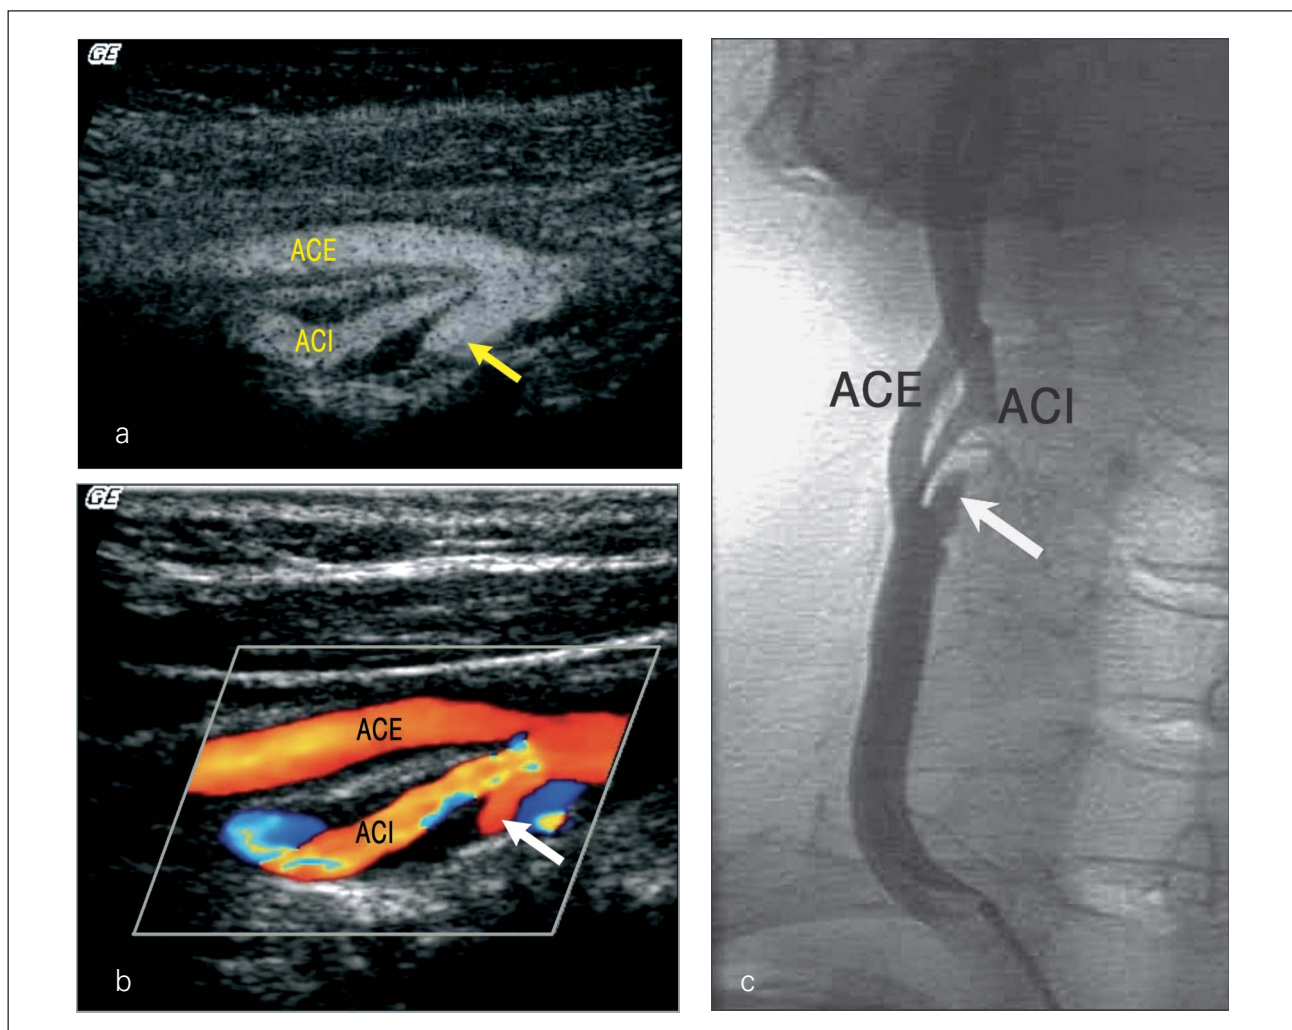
Tief ulzerierte Plaque mittels B-Flow- (a), Farbdoppler (b) und i. a. DSA (c). (→) zeigt das Ulkus.
